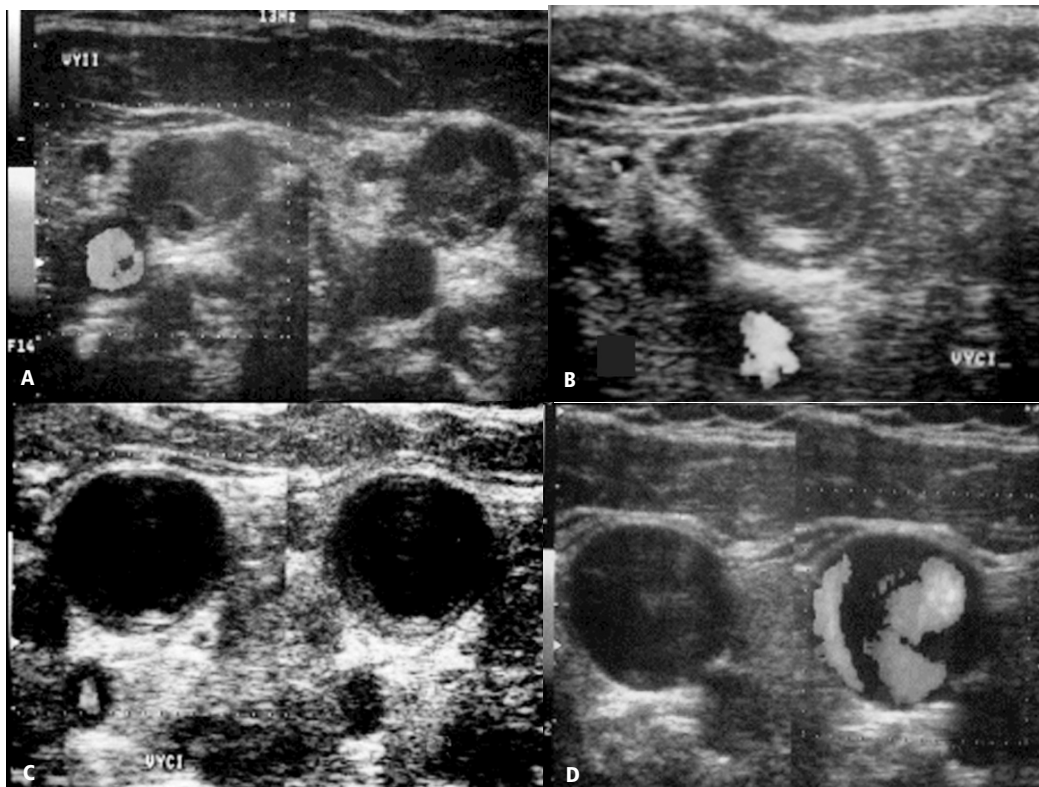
Múltiples imágenes ecosonográficas en plano axial utilizando modo B y Doppler color donde se evidencia imágenes heterogéneas con zonas anecoicas en la luz de la vena yugular interna (a), la arteria carótida común muestra adecuado llenado. Trombo periférico, ecogénico (b y c). Obstrucción parcial del flujo por trombosis de la vena yugular interna(d).
